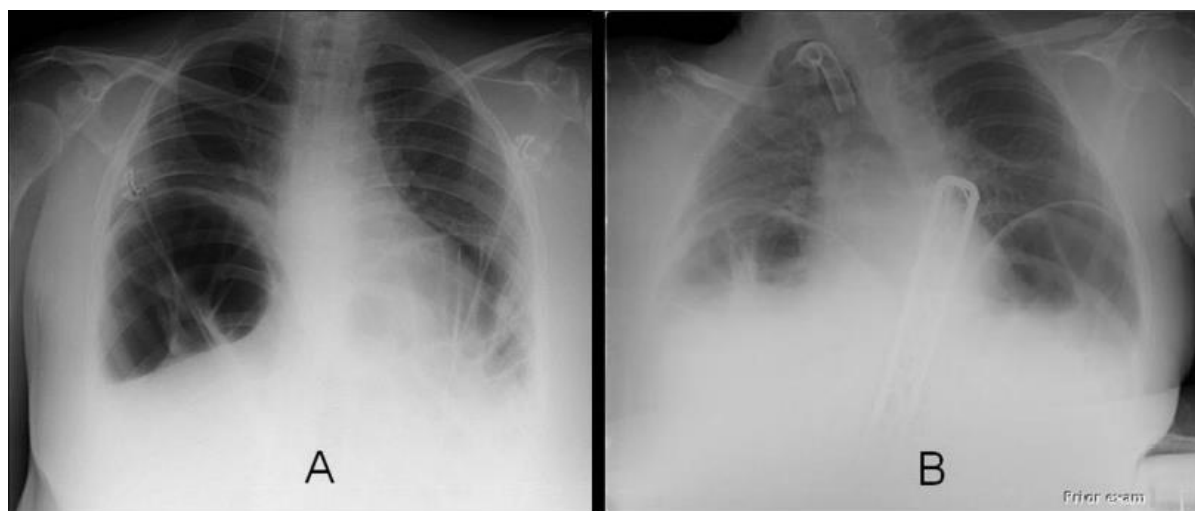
Pseudo-obstruction colique aiguë (syndrome d'Ogilvie) dans la DMD : radiographies thoraco-abdominales de deux cas rapportés par Vianello et al.[117]
